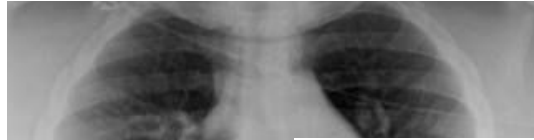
Edema agudo de pulmón. Radiografía de tórax
